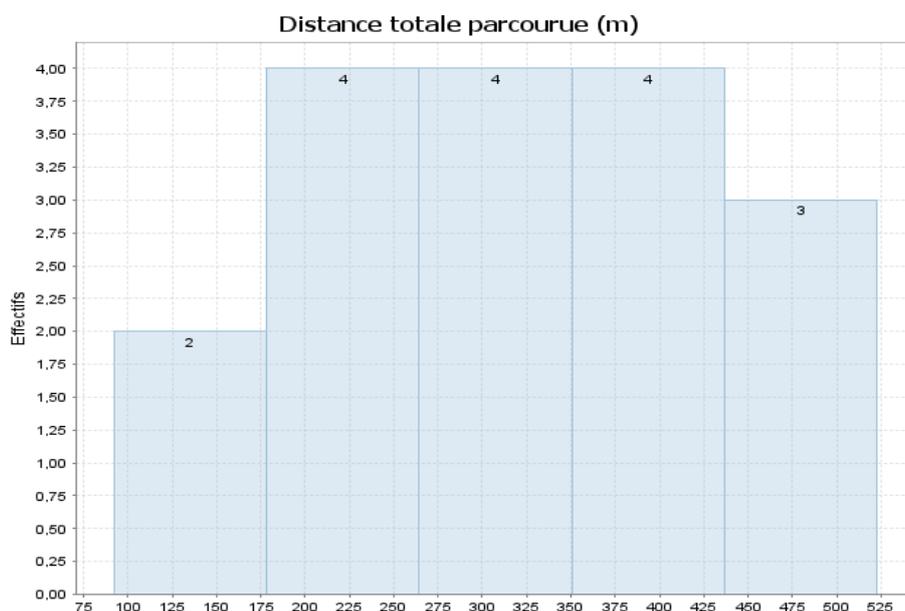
distance totale parcourue au TDM6, en mètres
